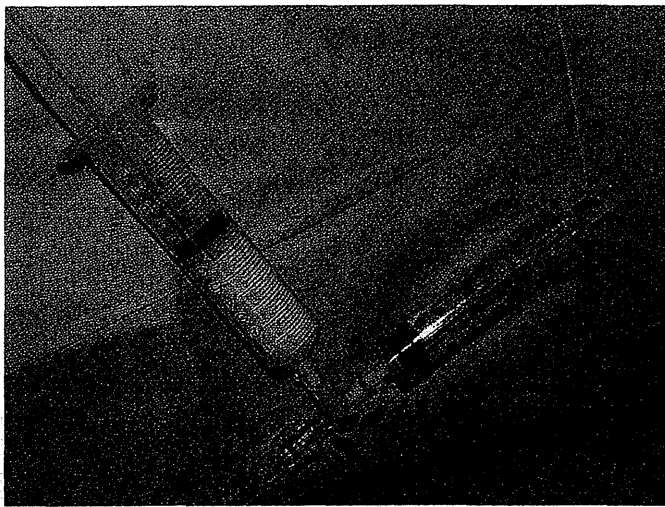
下肢静脈奇形に対するエコーガイド下硬化療法と foam 硬化療法
